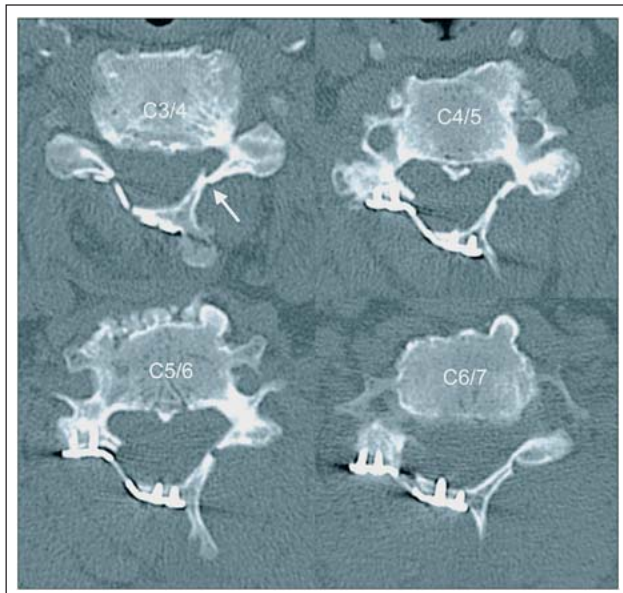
Patient aus Abb. 2–4. Transversale CT-Schichtung durch die Zwischenwirbelsäulen C3/4–C6/7 nach Laminoplastie. Titan-Miniplättchen und Schrauben *in situ* bei suffizient erweitertem Wirbelkanal (vgl. Abb. 3). Absprengung der inneren Lamelle in Höhe C3/4 ohne klinische Relevanz (weißer Pfeil). Postoperativer Myelopathie-Score nach 6 Monaten: 15 Punkte.
